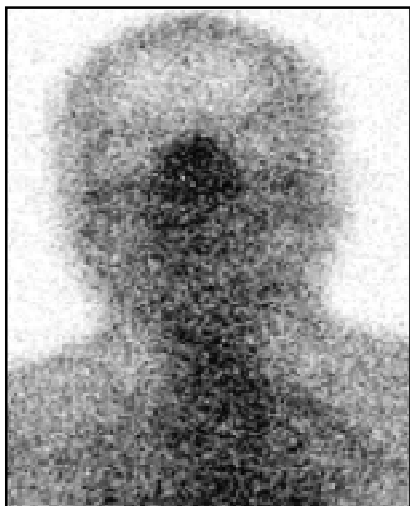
Статична сцинтиграма шії та органів грудної порожнини з  $^{99m}\text{Tc}$ -MIBI в передній прямій проекції: тироїдна тканина ЩЗ не візуалізується
